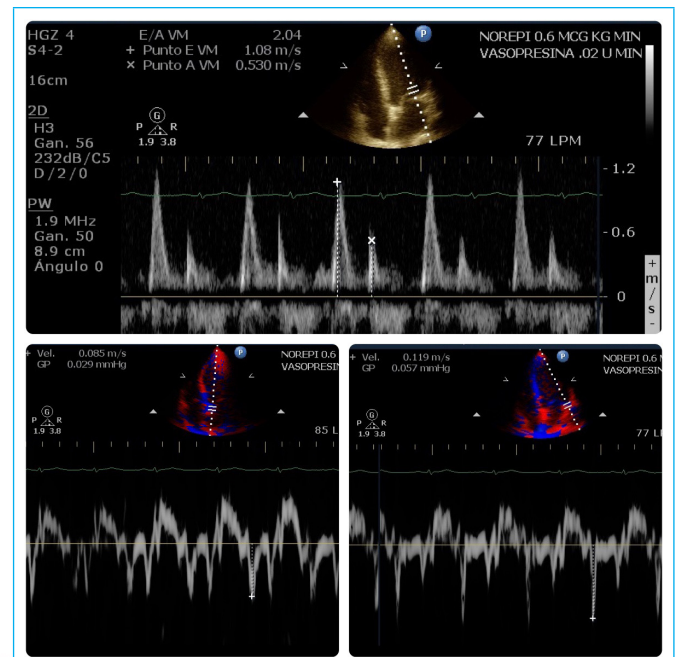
La evaluación de la función diastólica del ventrículo izquierdo a través del flujo transmitral y *Doppler* tisular no demuestra elevación de las presiones de llenado.
